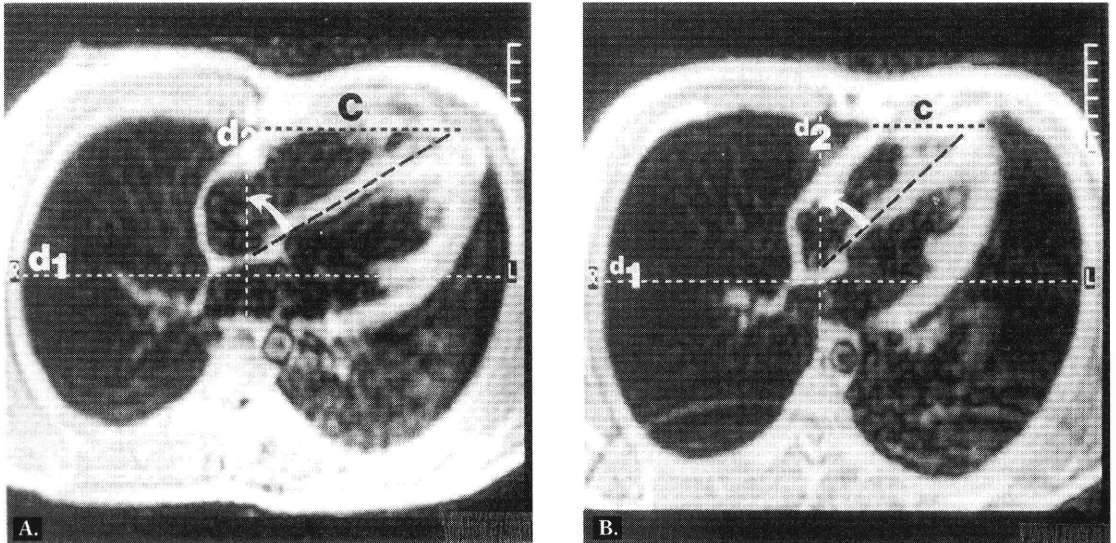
CPAPによる心室の縮小(MRIによる検討)¹⁷⁾
